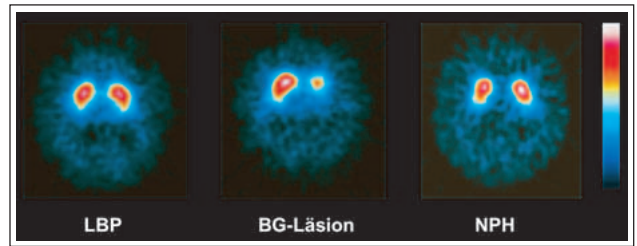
β-CIT-SPECT bei einem Patienten mit vaskulär bedingtem „Lower-body“-Parkinsonismus (LBP), einem Patienten mit rechtsseitigem Hemiparkinson-Syndrom als Folge eines zentralen Mediateilinfarkts links (BG-Läsion) und einer Patientin mit Normaldruckhydrozephalus (NPH) mit Parkinson-Syndrom, das sich nach Anlage eines VP-Shunts zurückbildete. Weitgehend normale Bindung bei „Lower-body“-Parkinsonismus, einseitige Bindungsreduktion beim Patienten mit zentralem Mediateilinfarkt, milde, diffuse rechtsbetonte Bindungsreduktion mit weit auseinanderstehenden Basalganglien beim NPH. Axiale Schichten auf Höhe der maximalen Bindung im Striatum. © W. Pirker, Universitätsklinik für Neurologie, Wien.
